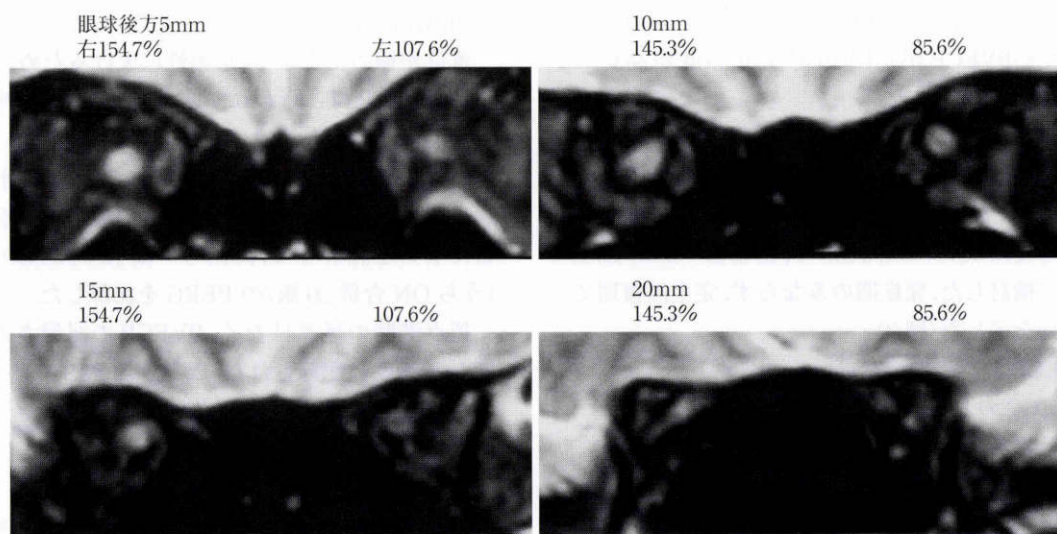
右眼ONのmagnetic resonance imaging(MRI)冠状断,22歳,女性。
